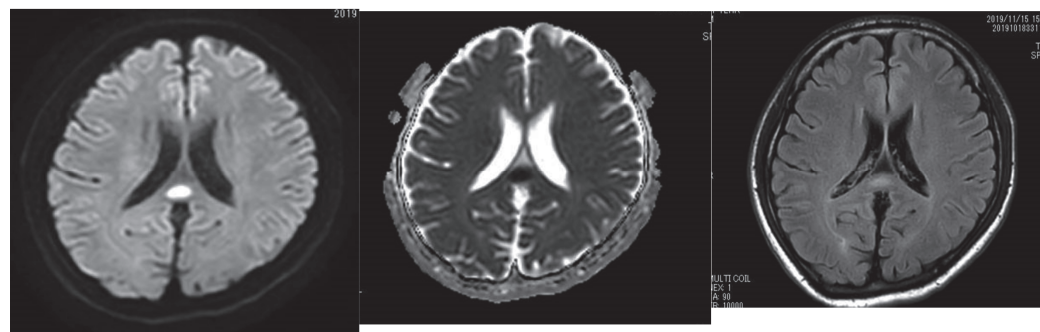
頭部MRI 左: 拡散強調画像 中: ADC map 右: FLAIR 画像
